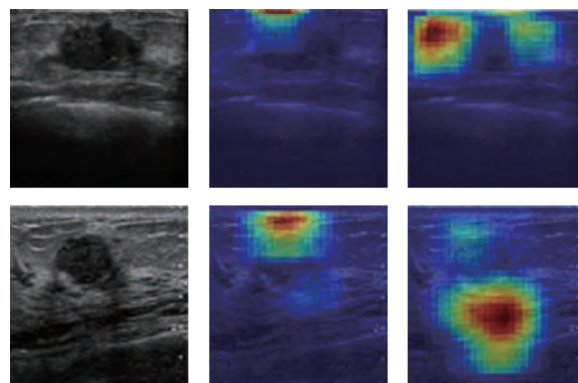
乳房エコー画像とディープ・ラーニングによる患部の検出
